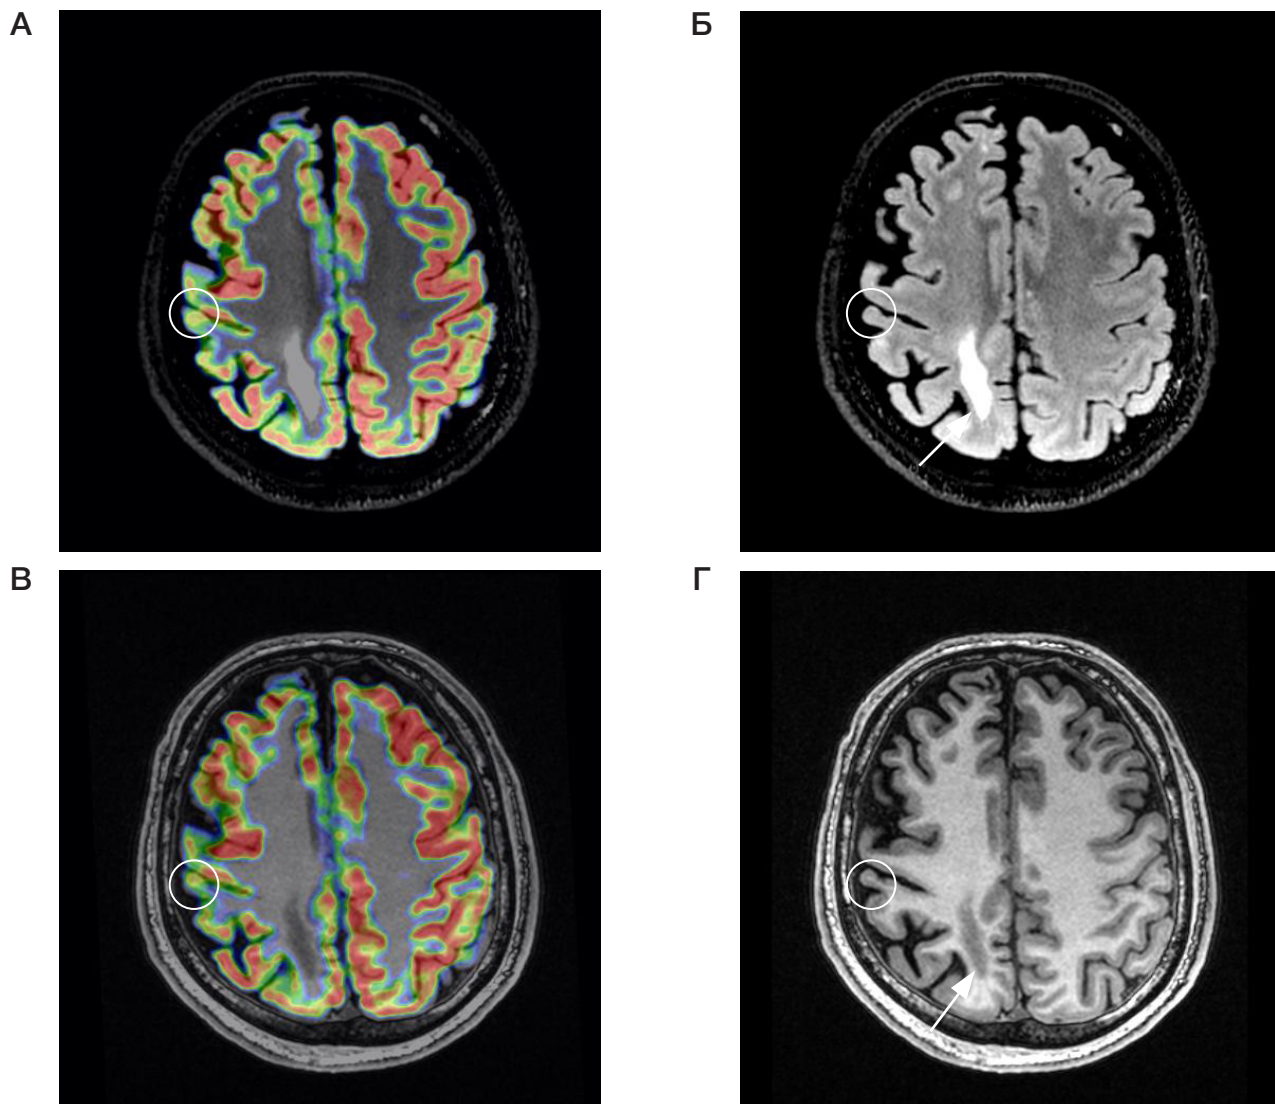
^{18}F -FDG-ПЭТ-МРТ головного мозга пациента с фармакорезистентной структурной фокальной эпилепсией с неудовлетворительными результатами хирургического лечения эпилепсии. А, В. Визуализируется область гипометаболизма в дорсолатеральных отделах коры правой лобной доли (выделено окружностью). МРТ в режимах FLAIR (Б), IR-FSPGR (Г) в аксиальной плоскости. В структуре зоны гипометаболизма визуализируется небольшой участок утолщения коры головного мозга, демонстрирующий гиперинтенсивный МР-сигнал на ИП FLAIR (выделено окружностью). В парамедианных отделах правой теменной доли определяется зона послеоперационных изменений (показано стрелкой)
